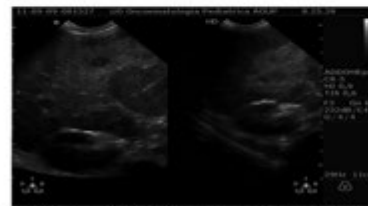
Ecografia addomine in un paziente affetto da neuroblastoma di tipo NF1, anche in questo caso sono apprezzabili lesioni epatiche numerose nodularità ipoeogene di diametro variabile
